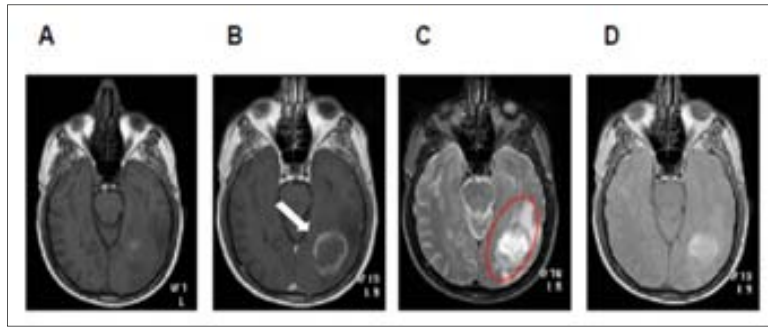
Imágenes por RM en plano axial de un mismo paciente diagnosticado con GBM ponderadas en: A) T₁, B) T₁ después de la administración de contraste basado en gadolinio (Gd³⁺), C) T₂, donde se muestra la zona tumoral (tumor + edema circundante) indicada por un ovalo rojo y C) densidad de protones. La flecha en “B” indica el anillo hipertenso debido al agente de contraste. Caso I0145 de la base de datos del proyecto Interpret [12,48].
